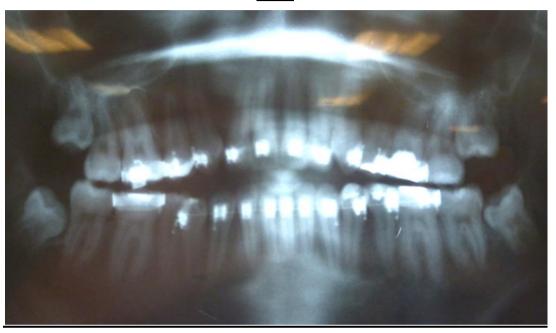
Radiografía Panorámica Fuente: Carlos Hans Salazar Minda
